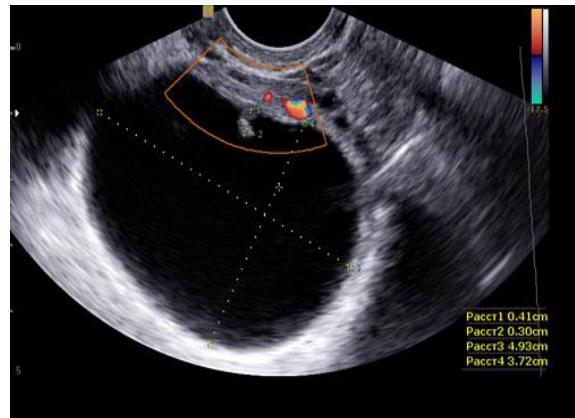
УЗИ органов малого таза у пациентки М., 34 года – утолщение стенок мочевого пузыря.
